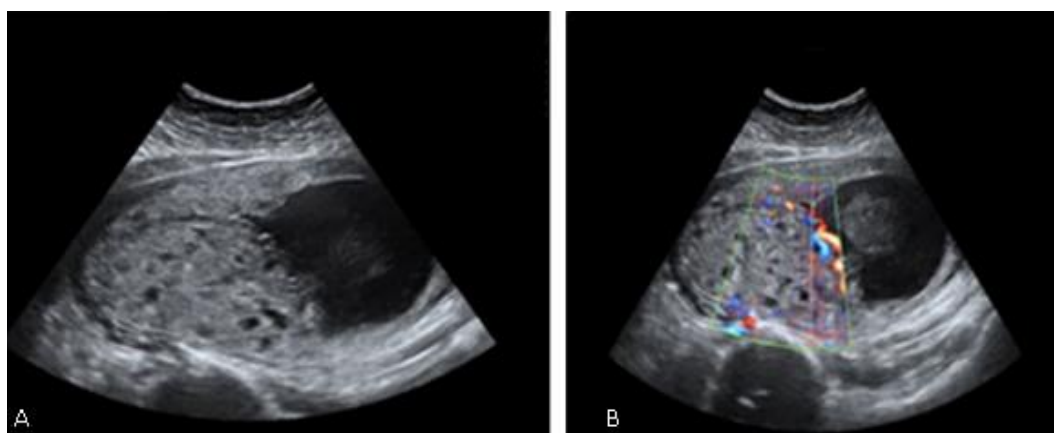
Imagen comparativa: A) ecografía 2D. B) *Doppler* en una placenta con DMP.
